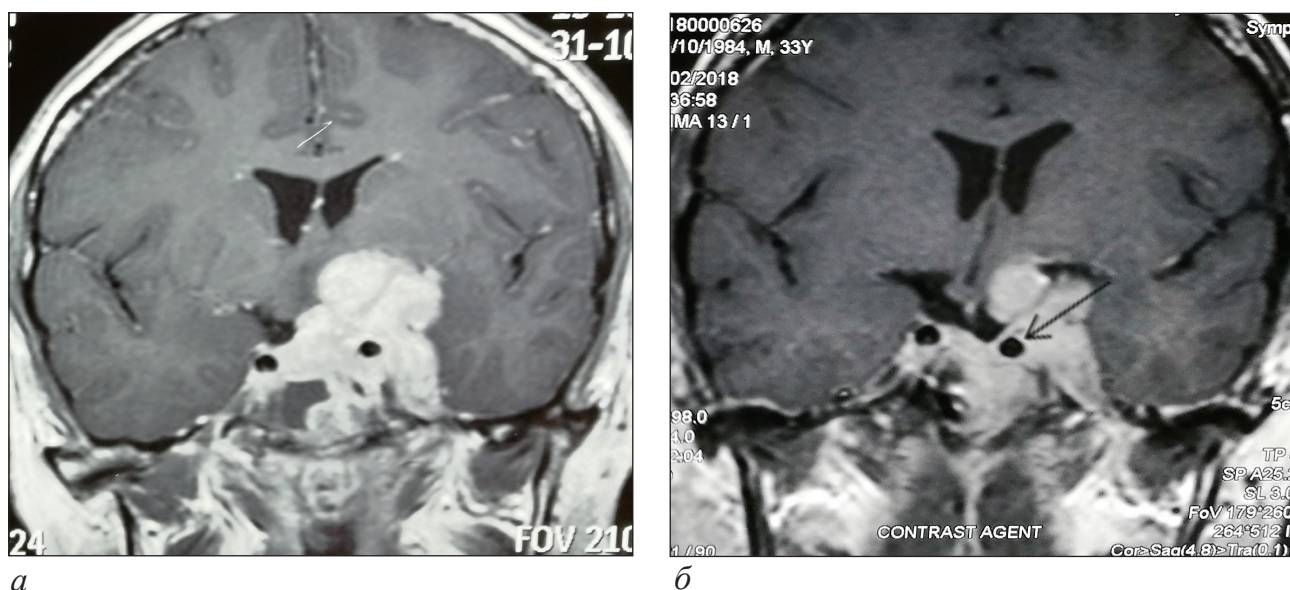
МРТ пациента с пролактиномой: а – до начала терапии Каберголином; б – через 3 месяца после начала терапии. Смещение левой ВСА в клиновидную пазуху (стрелка)
